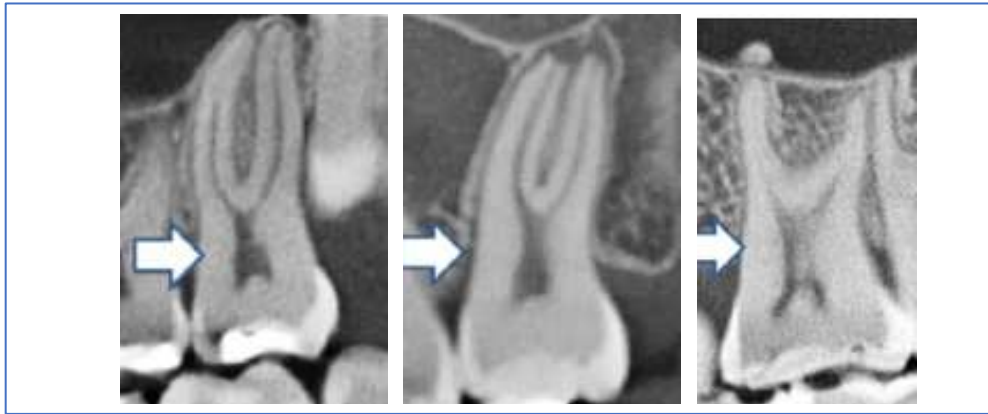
CBCT de molars com hipotaurodontismo (A), mesotaurodontismo (B), e hipertaurodontismo (C) (adaptado de Jabali et al., 2021).
